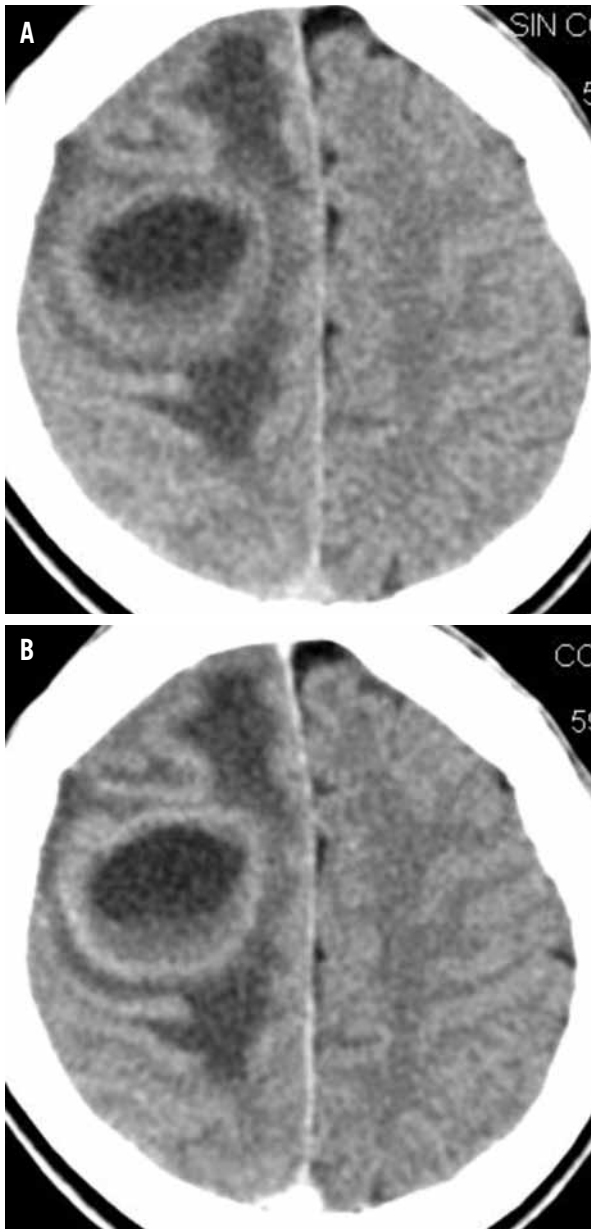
Tomografía cerebral. La cápsula del absceso es de contorno grueso, bordes irregulares y edema circundante. A). Sin contraste (TCSC). B). Con contraste (TCCC).
